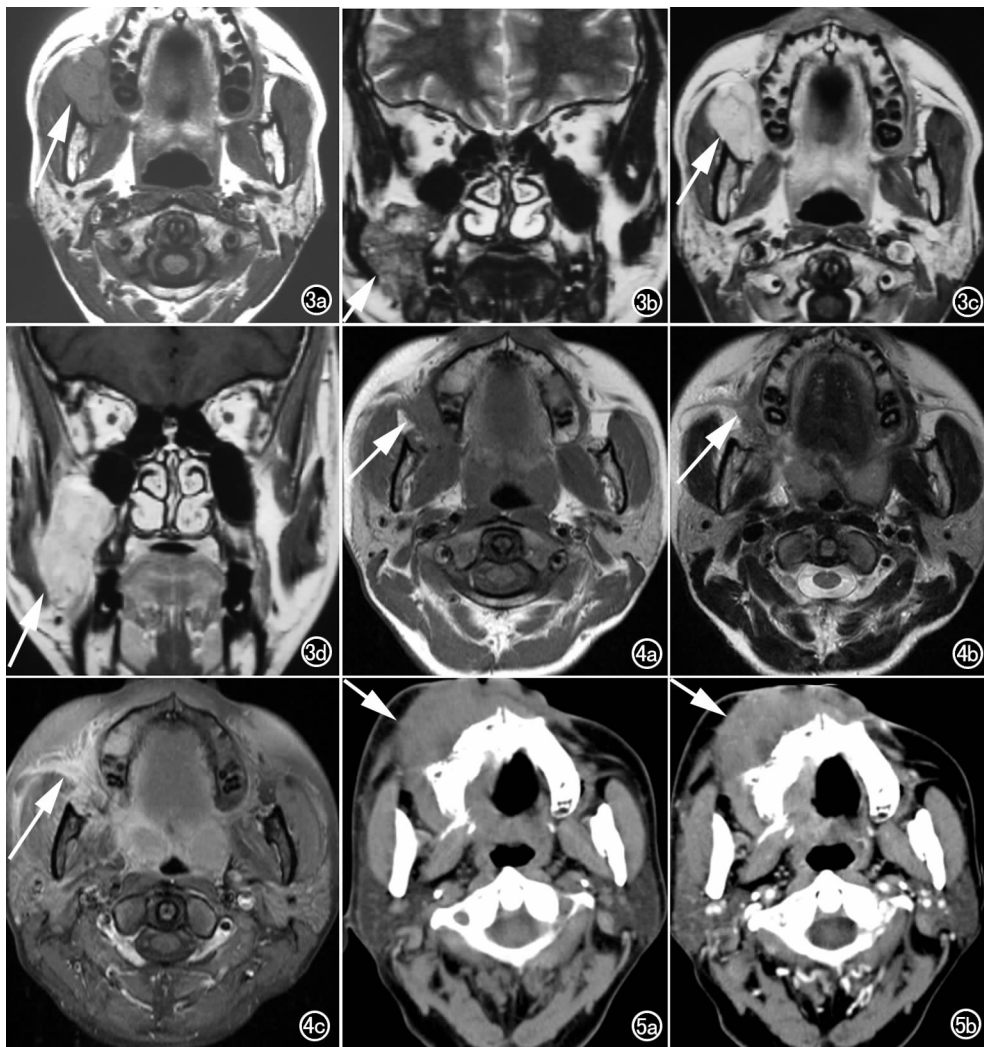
右侧颊间隙恶性肌上皮瘤。a) T_1 WI 示肿瘤占据整个颊间隙(箭),边界清楚,信号较均匀略高于相邻肌肉; b) 冠状面 T_2 WI 示肿瘤信号略高于相邻肌肉(箭); c) 横断面 T_1 WI 增强示肿瘤明显均匀强化(箭); d) 冠状面 T_1 WI 增强示肿瘤明显均匀强化(箭)。图 4 右侧颊癌累及颊间隙,与颊肌分界不清。a) T_1 WI 示累及整个颊间隙等信号肿块(箭),与颊肌分界不清; b) T_2 WI 示病灶信号略高于相邻肌肉,边界不清(箭); c) T_1 WI 示病灶增强明显强化(箭),且向面部皮下浸润。图 5 右面颊部淋巴瘤累及颊间隙。a) CT 示面颊部皮下和颊间隙弥漫性软组织肿块(箭),牙槽骨骨质破坏; b) CT 增强示病灶轻度强化(箭)。
